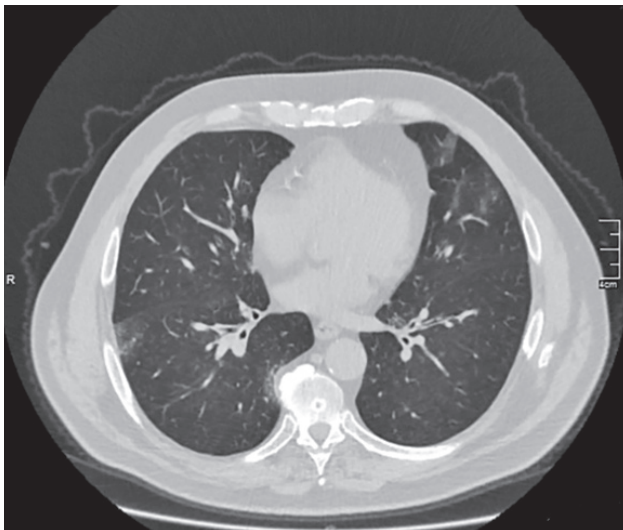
Аксіальний зріз КТ хворого Р. до лікування. Білатерально спостерігається симптом «матового скла»
